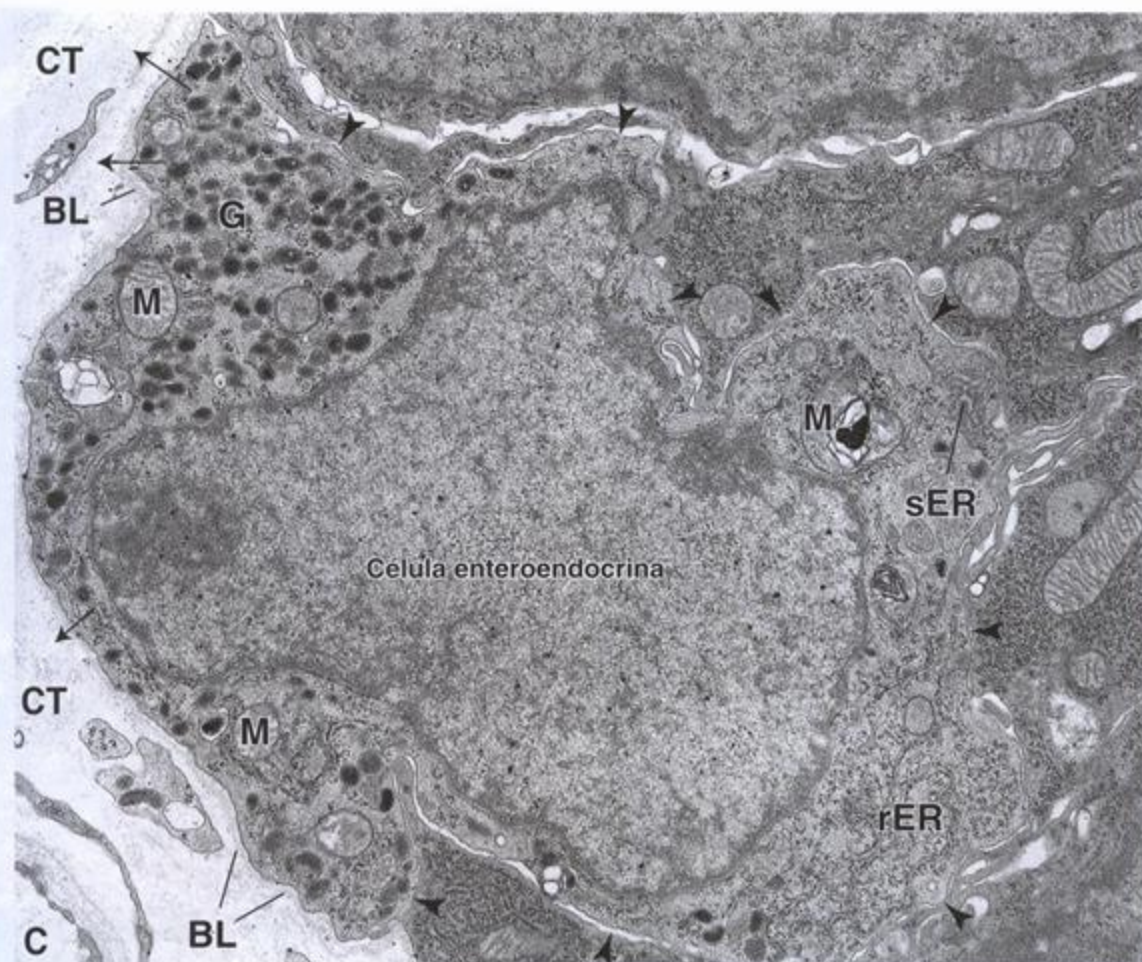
Microfotografía electrónica de una célula enteroendocrina del colon. Las puntas de flecha señalan los límites entre la célula enteroendocrina y las células epiteliales contiguas. La base de la célula enteroendocrina está apoyada sobre la lámina basal (BL). Esta célula no se extiende hacia la superficie luminal del epitelio. Los numerosos gránulos de secreción (G) de la base celular se secretan hacia el tejido conjuntivo (CT), a través de la lámina basal, en el sentido que indican las flechas. C, capilar; M, mitocondrias; rER, retículo endoplasmático rugoso; sER, retículo endoplasmático liso.
